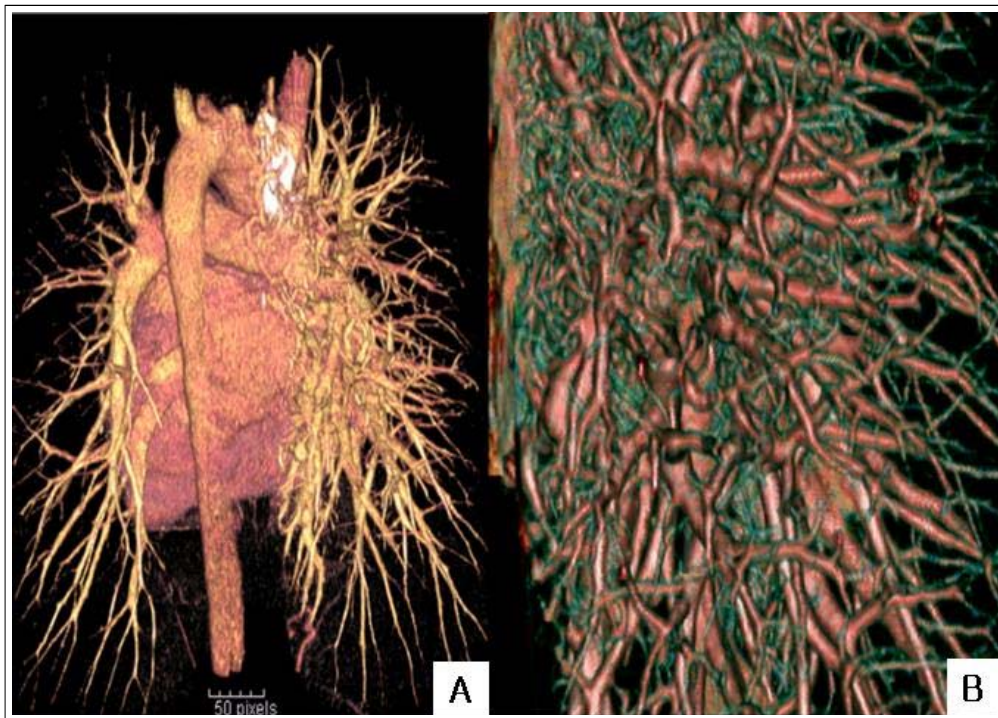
3-Dimensionally reconstructed CT scan showed diffuse pulmonary arteriovenous malformations on the right Lung.(A) Magnified Image of the right Lung (B)
